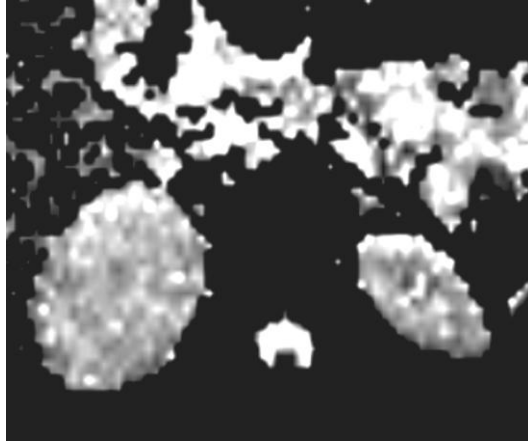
50 yaşında sağ böbrek alt polde grade II renal hücreli kanser olan erkek olgu. (A) Aksiyal T2-ağırlıklı görüntülemelerde sağ böbrekte hipointens lezyon. Aksiyal DA-MRG böbrekle izointens(B), ADC haritasında belirgin hipointenst(C) ADC değeri lezyon seviyesinde $1,78 \times 10^{-3}$ mm²/s, iken böbrek parankiminde $2,50 \times 10^{-3}$ mm²/s ölçüldü.
